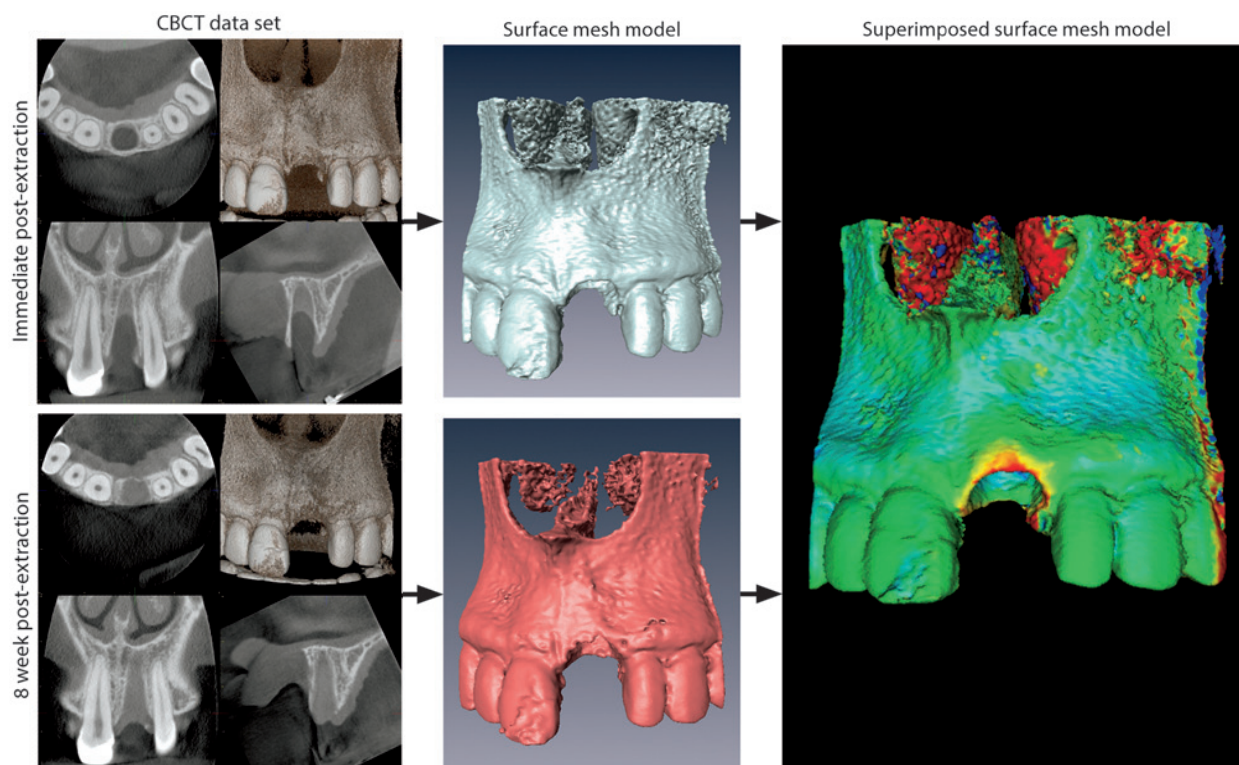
Sobreposición de modelos tridimensionales donde se observa la pérdida ósea obtenidos mediante CBCT inmediato post-extracción y a las 8 semanas post quirúrgicas, se observa la diferencia de pérdida de tabla vestibular dependiendo del fenotipo. Tomado de Chappuis y cols., 2013.
